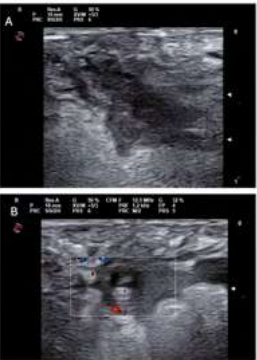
A, B: Imagen hipoeólica mal delimitada, de bordes mal definidos sin vascularización Doppler, compatible con trayecto fistuloso complejo.
